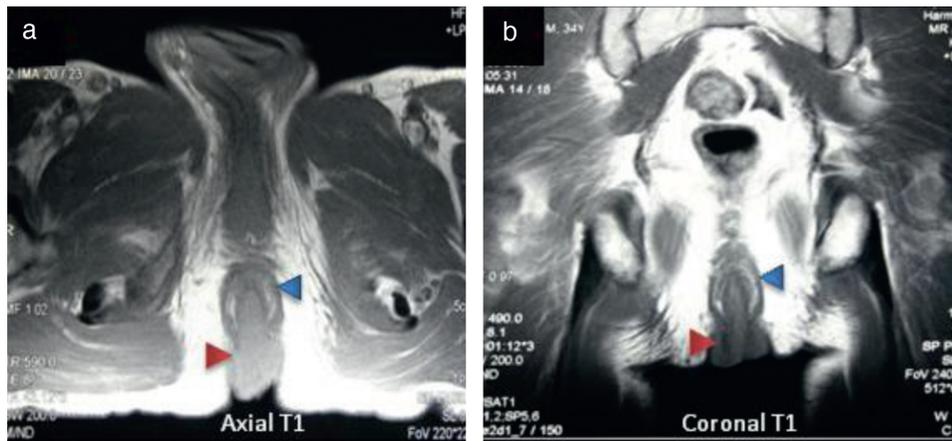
Ressonância magnética (RM) pélvica que mostra lesão expansiva, exofítica em relação ao canal anal, (seta vermelha) com 10 × 6 cm de diâmetro, que contacta com o esfíncter anal externo na sua porção superior (seta azul).
